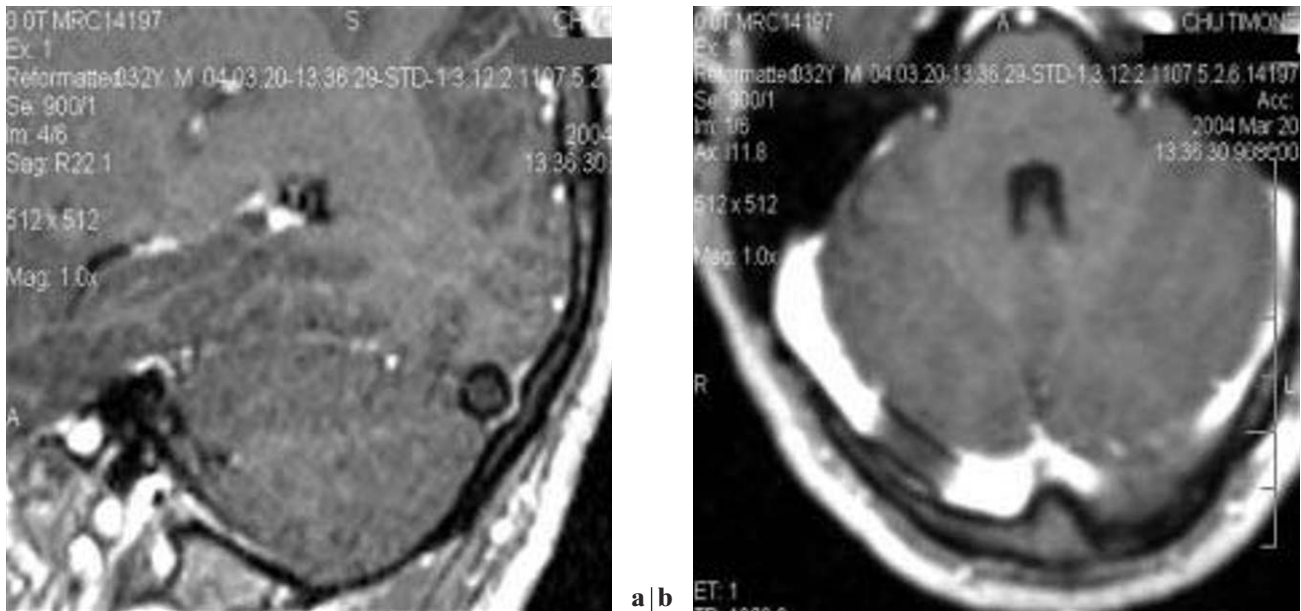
a et b. — L'IRM cérébrale de contrôle à 6 mois met en évidence un parfaite fonctionnalité du stent avec restauration du calibre du sinus transverse au niveau de la sténose.
